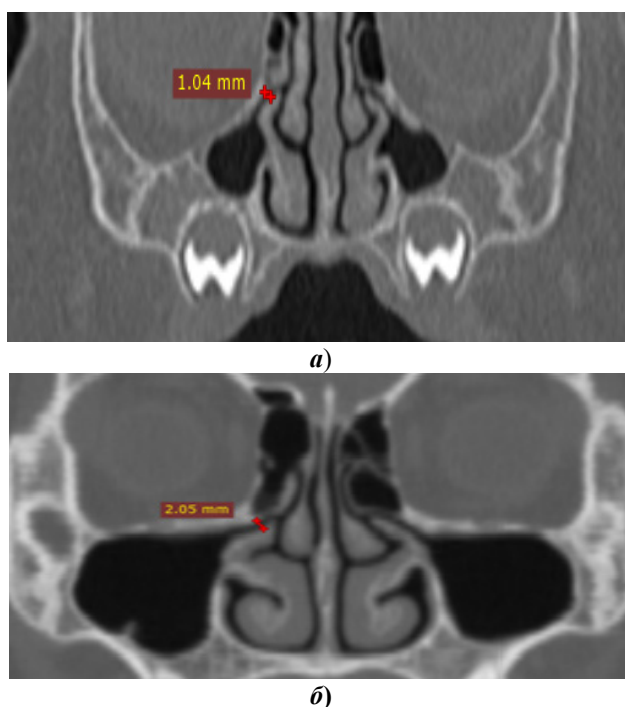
КТ головы девочки 1 года, коронарная проекция: ширина соустья верхнечелюстной пазухи 1,04 мм (а); КТ головы девушки 17 лет, коронарная проекция: ширина соустья – 2,05 мм (б)
